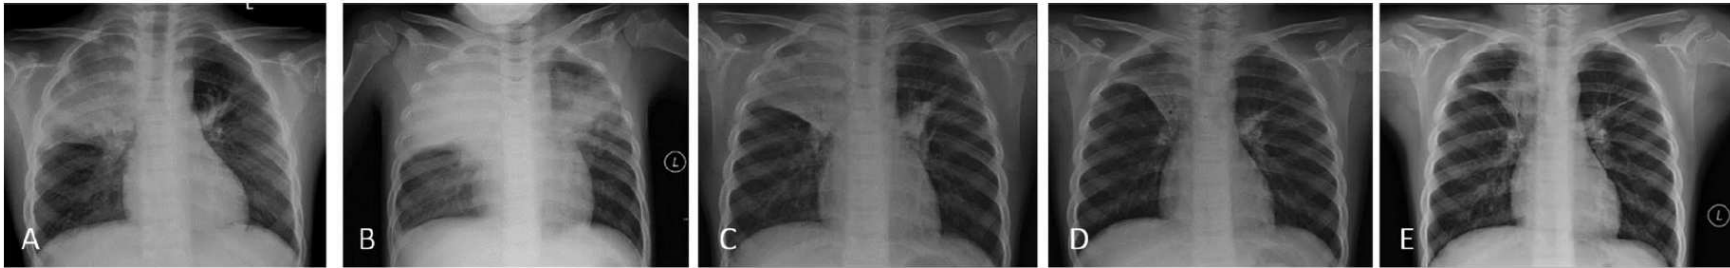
Chest radiographs of 7-year-old patient with severe MP on admission (A), before combination treatment (hospital Day 3, B), 3 days after combination treatment (hospital Day 6, C), 12 days after combination therapy (hospital Day 15, D), and 20 days after discharge (E).
